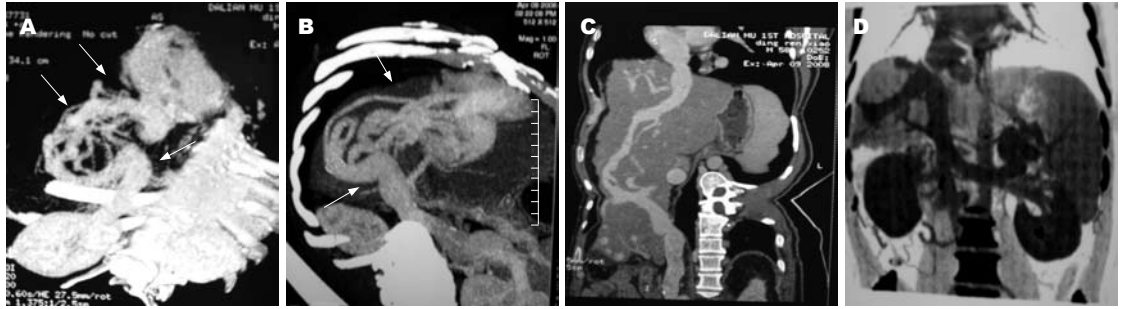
多层螺旋CT成像. A-C: 下腔静脉肝段闭塞, 下腔静脉血反向流入肝脏, 经肝右静脉和肝内侧枝循环与肝左静脉相连, 经肝左静脉直接流入右心房; D: 门静脉血反向流动经扩张的脾静脉、左肾静脉注入下腔静脉.
